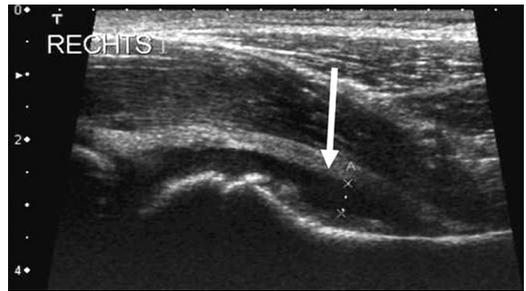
Sonografie der Hüftgelenke im ventralen Längsschnitt: Hüfte rechts mit deutlichem Erguss zwischen Schenkelhals und Kapsel [R300]
